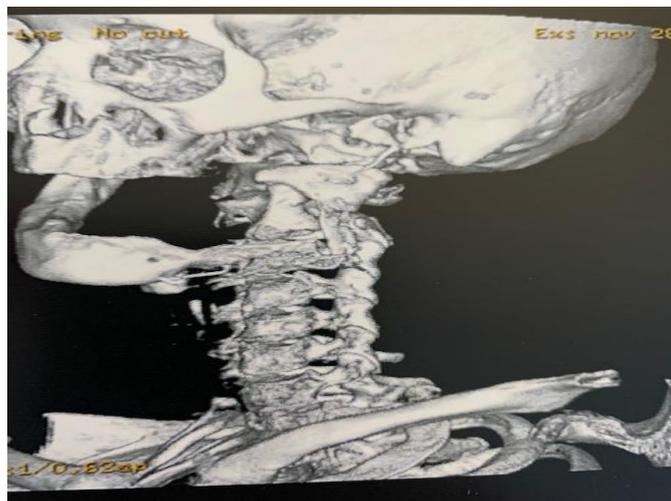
reconstruction 3D TDM : Respect de l'os mandibulaire et du greffon iliaque (Reconstruction 3D)
